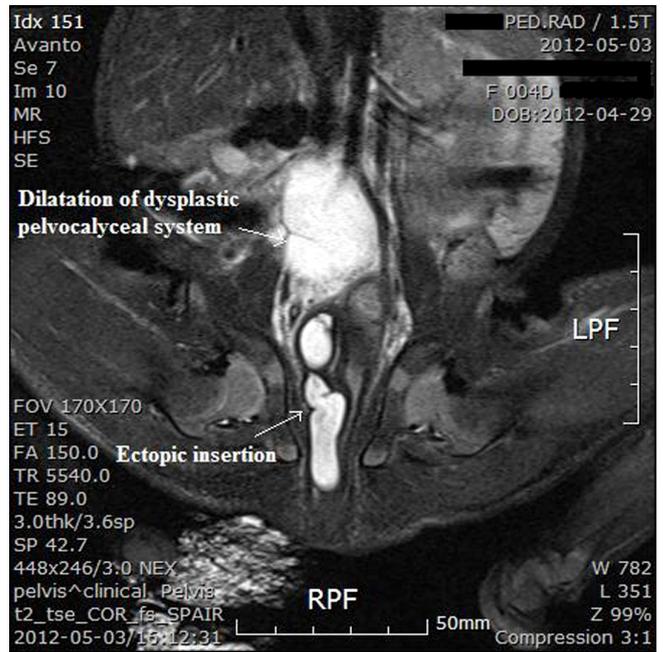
Magnetic resonance imaging pelvis (non-contrast): there is an ectopic insertion of right ureter to urethra with marked dilatation of dysplastic pelvocalyceal system and ureter.
